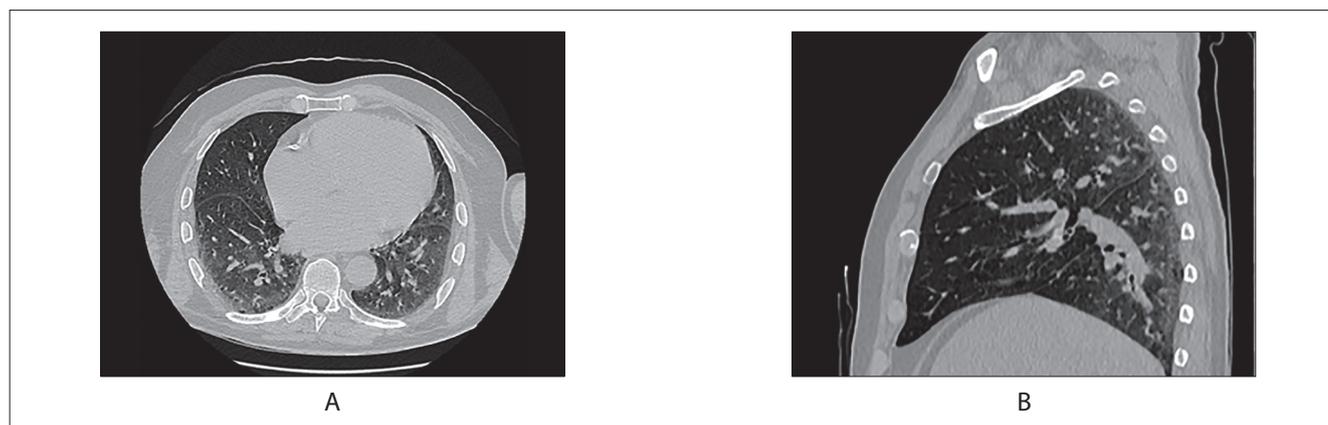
КТ органов грудной клетки аксиальная (а) и сагитальная (б) проекции, пациент Ж., 61 год. Полисегментарные двусторонние изменения легочной ткани по типу "матового стекла" с мозаичной структурой легочного рисунка
